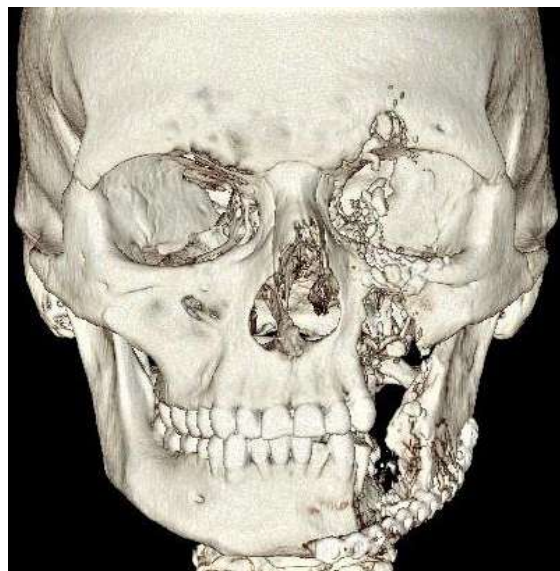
МСКТ черепа пострадавшего Ц., 19 лет на 3-и сутки после травмы: а) прямой вид; б) левый боковой вид; в) корональная проекция (1) г) корональная проекция (2).
